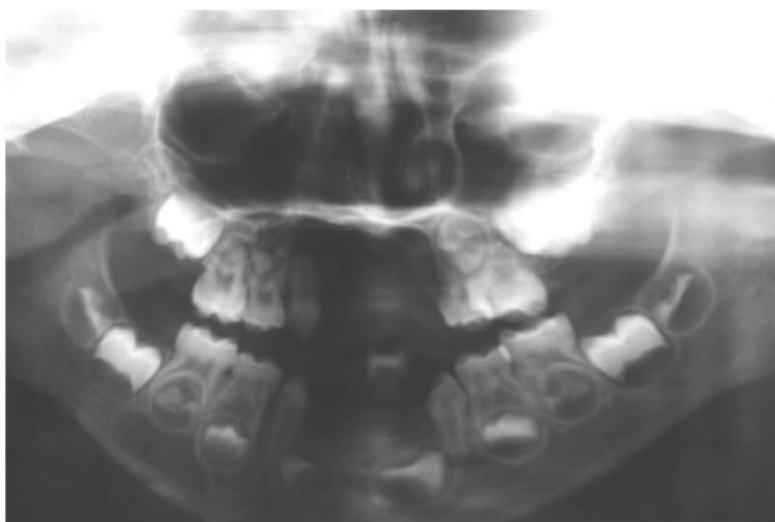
Radiografía panorámica de la misma paciente que la figura 32. Vemos agencias de piezas 11/12/13 21/22/23 41/42 31/32. Tomada de Danelon y cols. ⁹⁶
